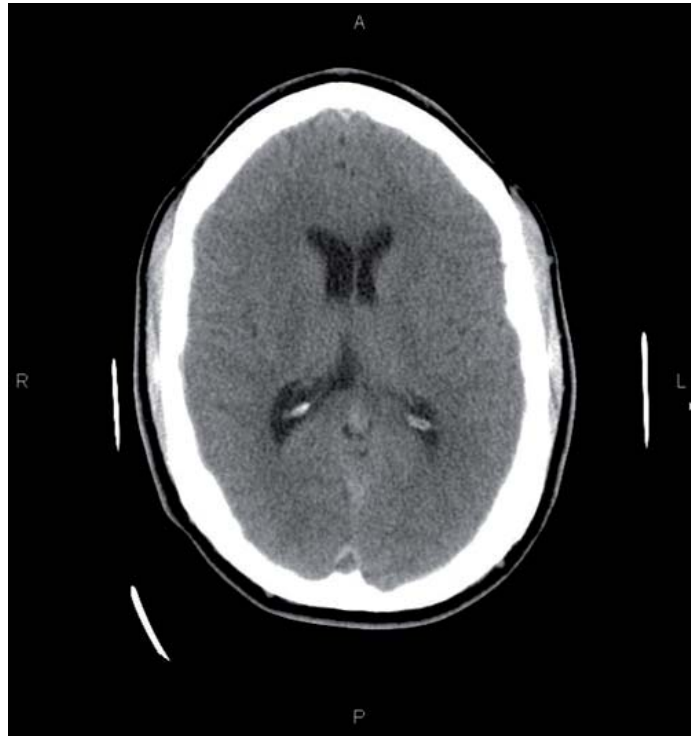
TC: Defecto de replecion en seno trasverso y longitudinal superior con realce periferico de morfologia triangular (signo del delta) compatible con trombosis venosa.
